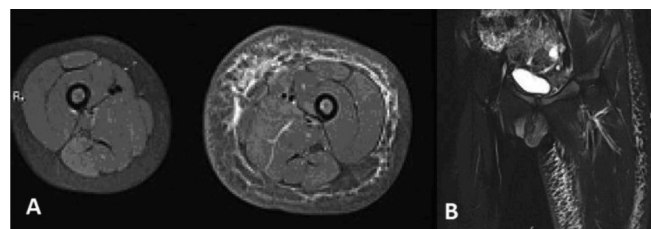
Дівчинка П., 3 роки. Первинна лімфедома лівої нижньої кінцівки. МРТ в режимі Т2-STIR: А – аксіальна проекція, В – фронтальна проекція. Потовщення та набряк підшкірної клітковини у вигляді «медових стільників»
